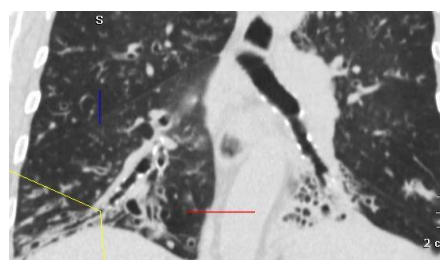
Рак верхней доли правого легкого, МСКТ а)рак верхней доли правого легкого с распадом, ателектаз ВДЛ, высокая вероятность инфильтрации ВДБ, ПГБ, трахеи б)3D реконструкции - стенка ВД бронха утолщена в) ВБ, область карины трахеи без признаков инфильтрации г)ВБ– внутренняя поверхность ПГБ сглажена, хрящевые кольца отсутствуют – признак инфильтрации опухолью д) ПВДБ - аналогичная картина поверхности е)ФБС – опухолевый стеноз ПВДБ
